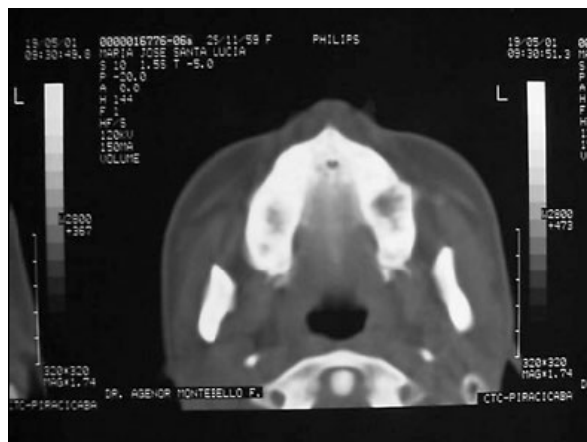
TAC de una paciente con osteopetrosis, se observa la intensa esclerosis de la mandíbula. ^(IX)
